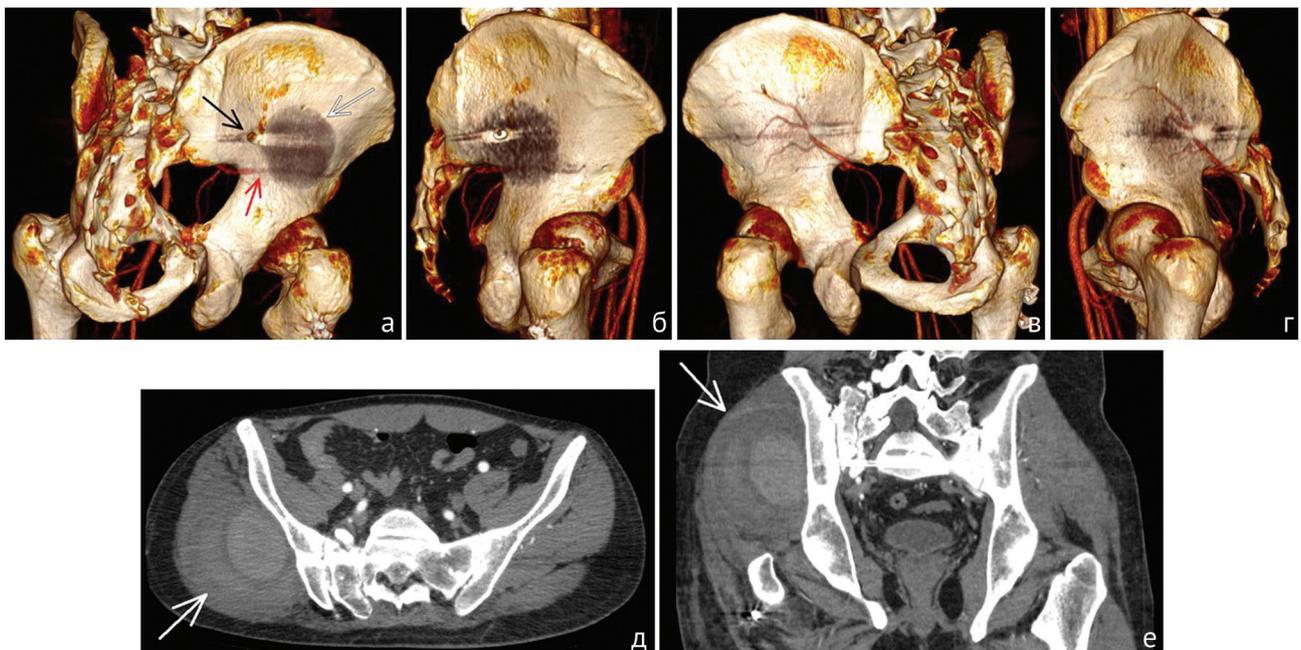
МСКТ-ангиография с 3D-реконструкцией, выполненная в срок 12,5 недель после операции: а – постеро-латеральный аспект правой подвздошной кости (визуализирована нижняя веточка глубокой ветви верхней ягодичной артерии (красная стрелка) и ядро псевдоаневризмы (белая стрелка), чёрной стрелкой указана точка входа илиосакрального винта); б – латеральный аспект правой подвздошной кости; в – постеро-латеральный аспект левой подвздошной кости (демонстрирует нормальное анатомическое расположение ветвей ягодичной артерии); г – латеральный аспект левой подвздошной кости; д – MPR-реконструкция (горизонтальная плоскость) на уровне псевдоаневризмы (указана белой стрелкой); е – MPR-реконструкция (коронарная плоскость) на уровне псевдоаневризмы
